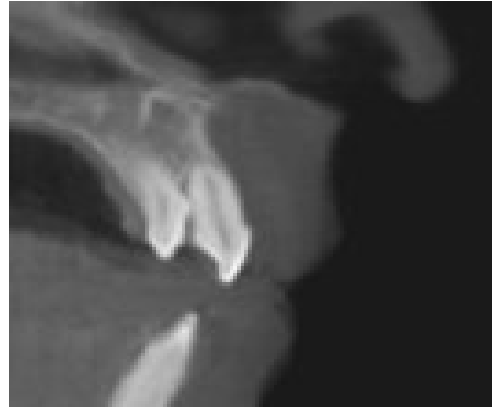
Süpernumerer dişlerin bilgisayarlı tomografi ile frontal görünümü
